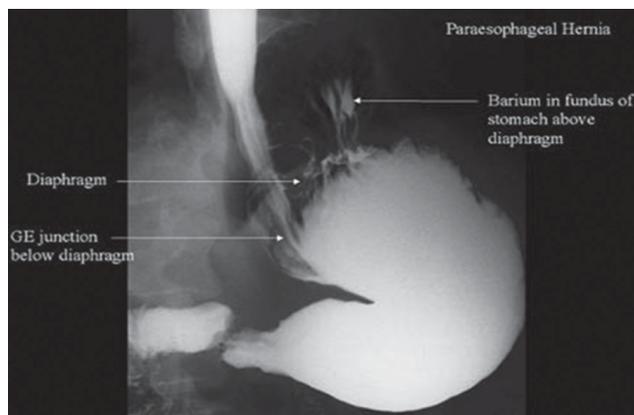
Параэзофагеальная грыжа, рентгеноконтрастное исследование. Складки слизистой оболочки желудка обнаруживаются в грудной полости рядом с пищеводом (Sawyer MAJ. MD Consulting Staff, Department of Surgery, Comanche County Memorial Hospital; Medical Director, Lawton Bariatrics).
